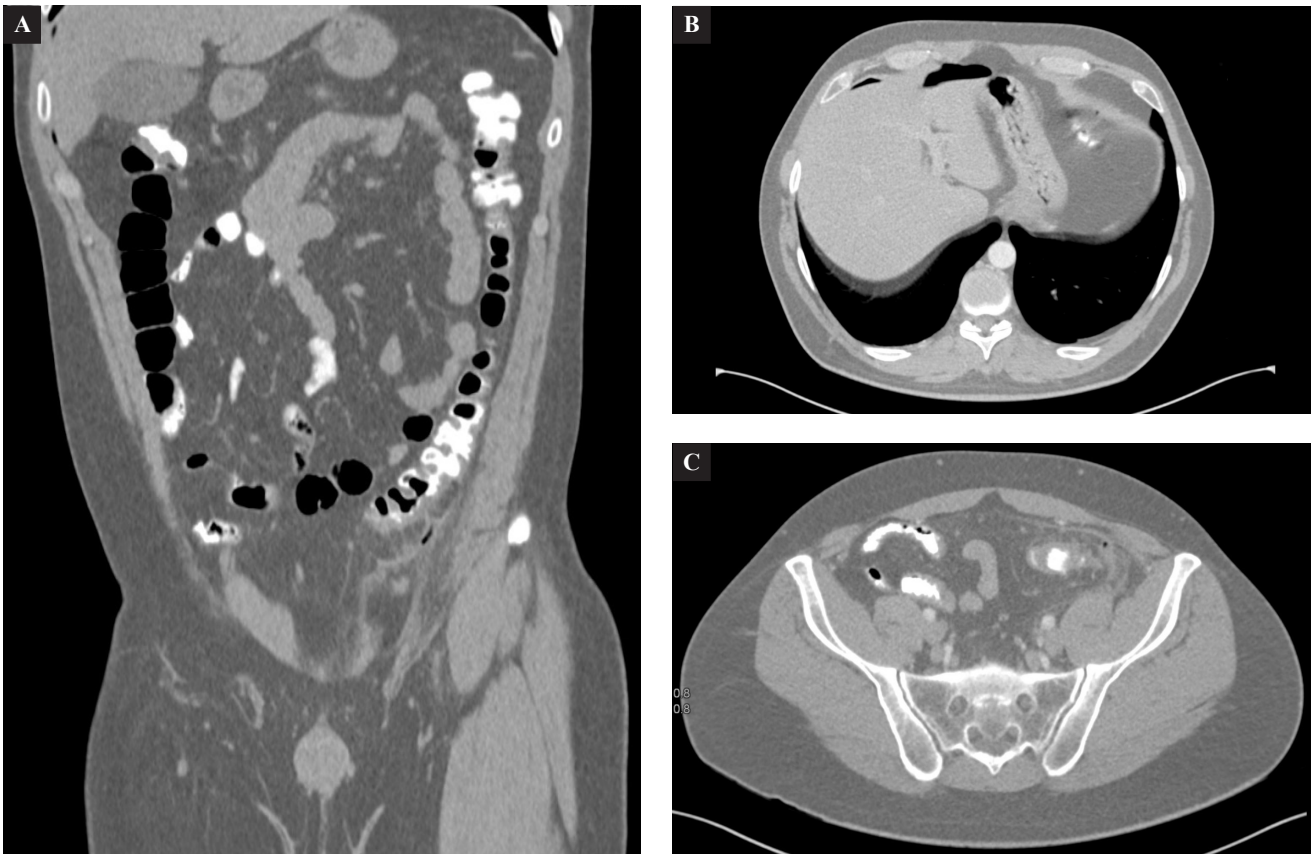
Tomografía del día 6 de diciembre de 2022. Cortes axiales y coronales.
